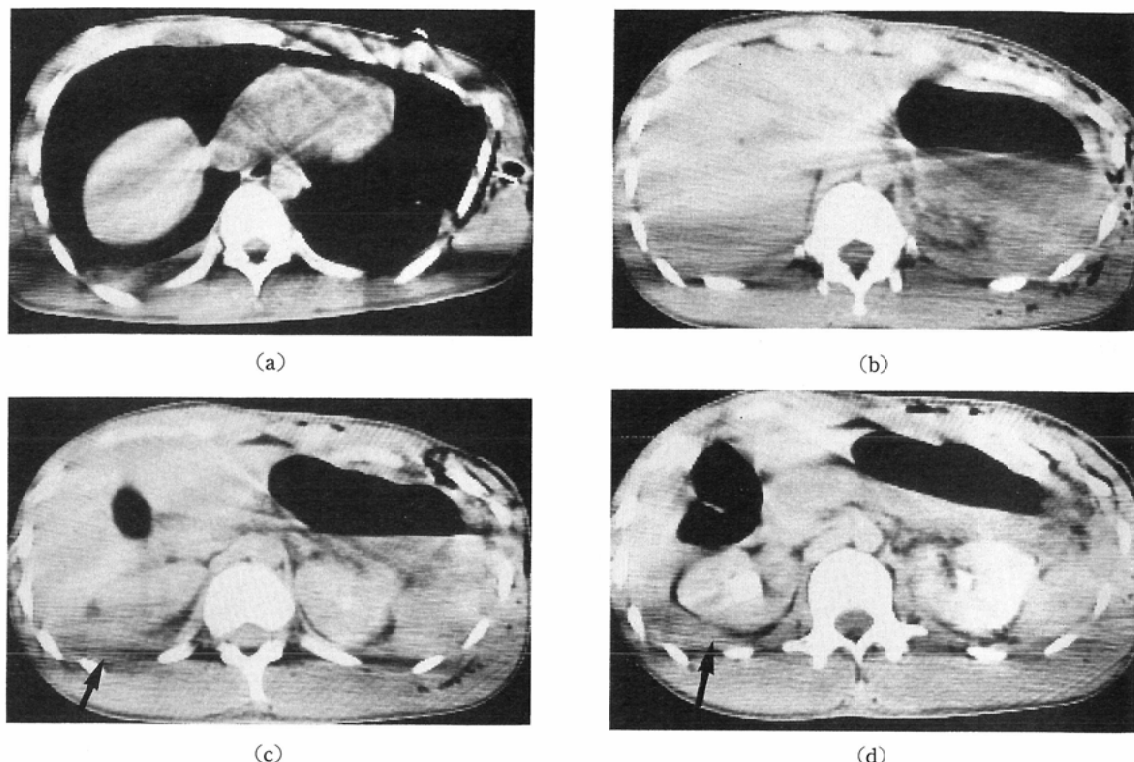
CT films of the second patient.
